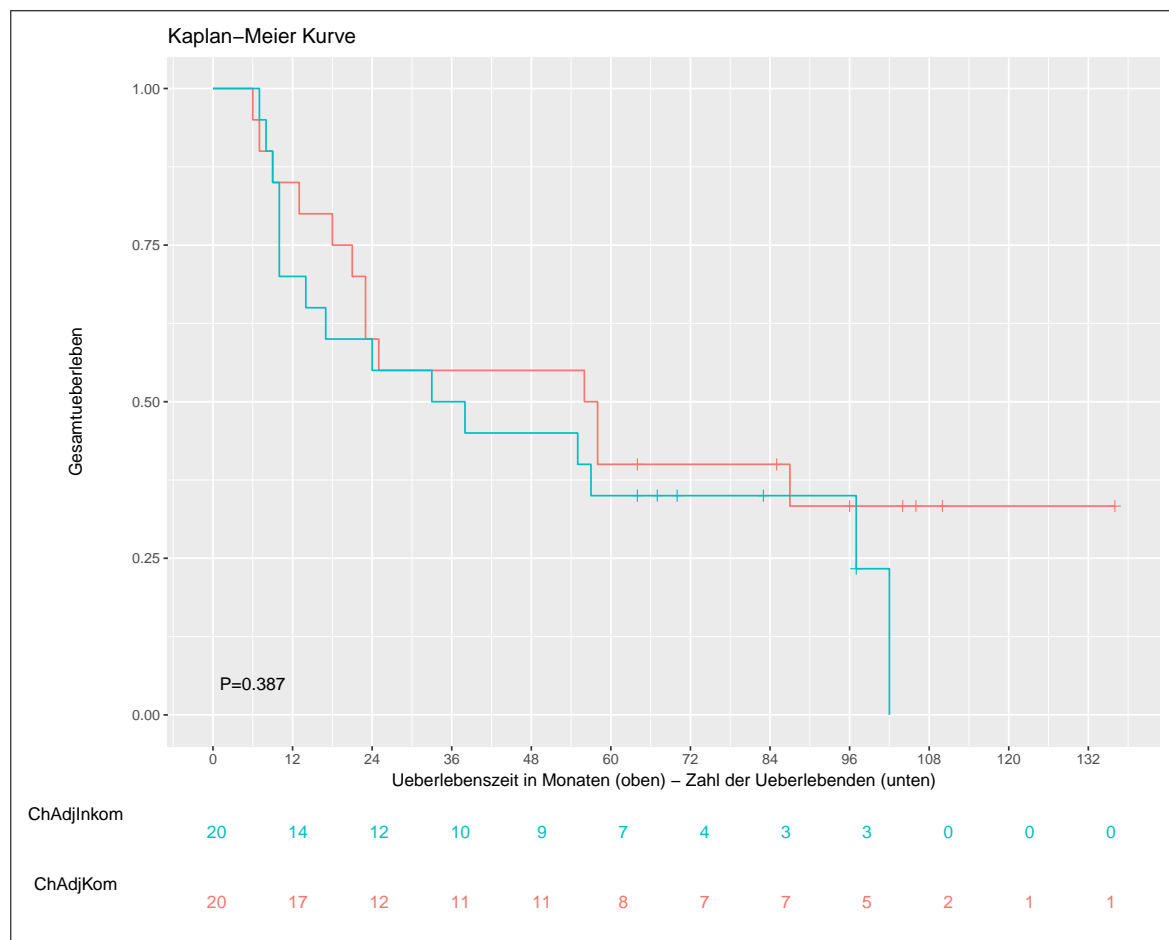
Gesamtüberleben (OS); Gruppe ChAdjInkom: unvollständig erhaltene adjuvante CT / Gruppe ChAdjKom: vollständig erhaltene adjuvante CT
